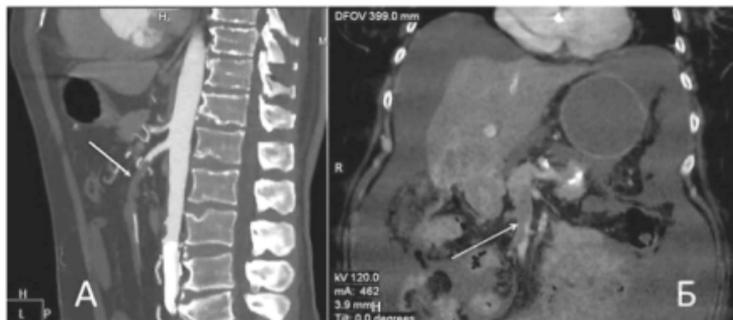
КТ-ангиограммы при острой тромбоземболической окклюзии верхней брыжеечной артерии (А) и тромбозе верхней брыжеечной вены (Б). Тромбы указаны стрелками
